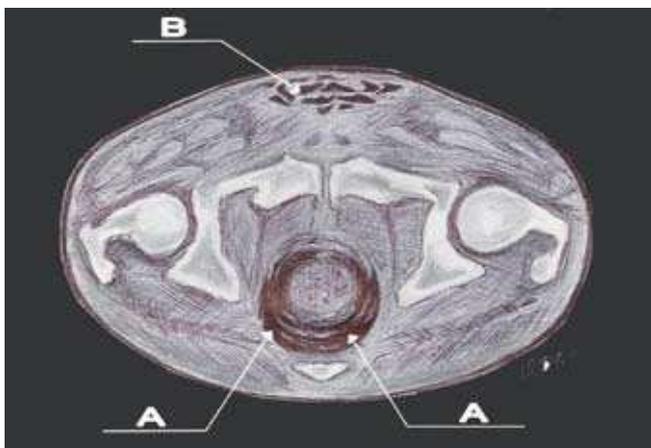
На схеме компьютерной томограммы – свободный газ в прямой кишке и в тканях передней брюшной стенки
